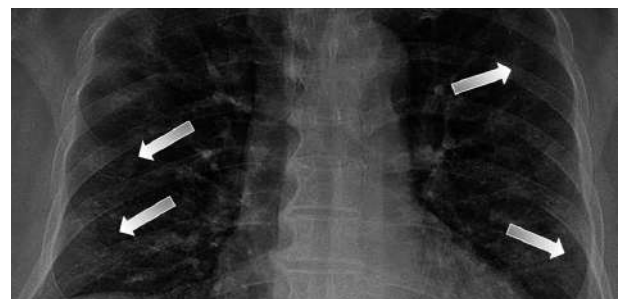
Radiografía de paciente con COVID-19. Se observan radiopacidades (imágenes blancas «algodonosas» o en «vidrio despulido») en las zonas cercanas a los bordes pulmonares señaladas con las flechas.
